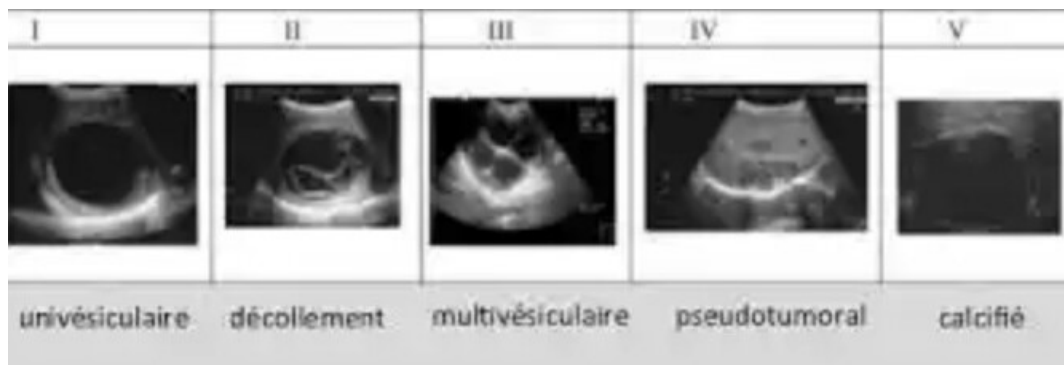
aspect échographique du KHF selon la classification de Gharbi
